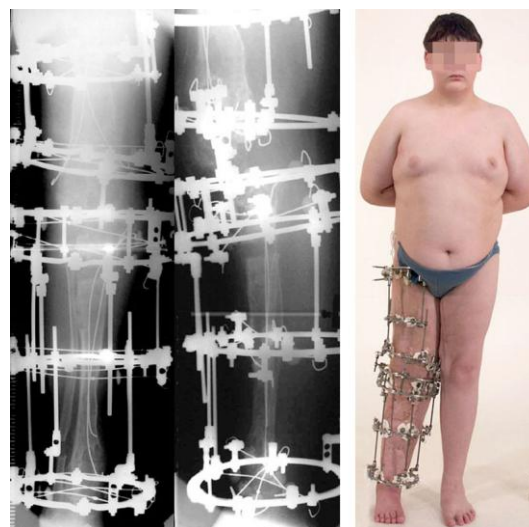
Рентгенограммы в процессе лечения
